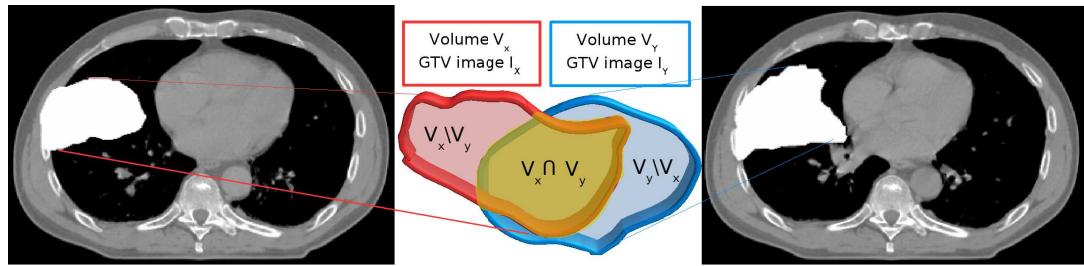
Exemple d'intersection de volumes tumoraux GTV obtenue en superposant les volumes V_X et V_Y des deux images TDM 3D, I_X et I_Y .
